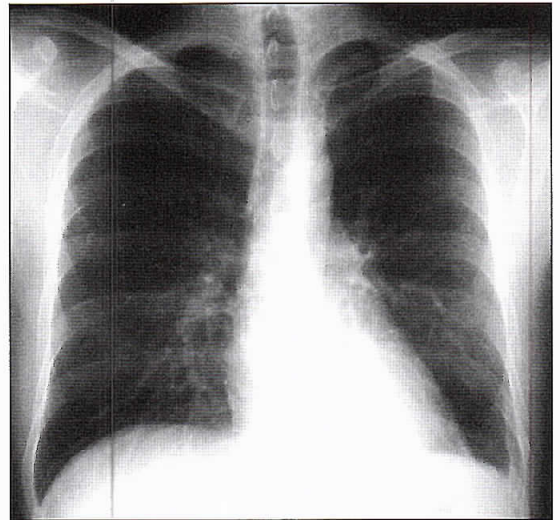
Radiografía de tórax 10.04.2002. Normal.
